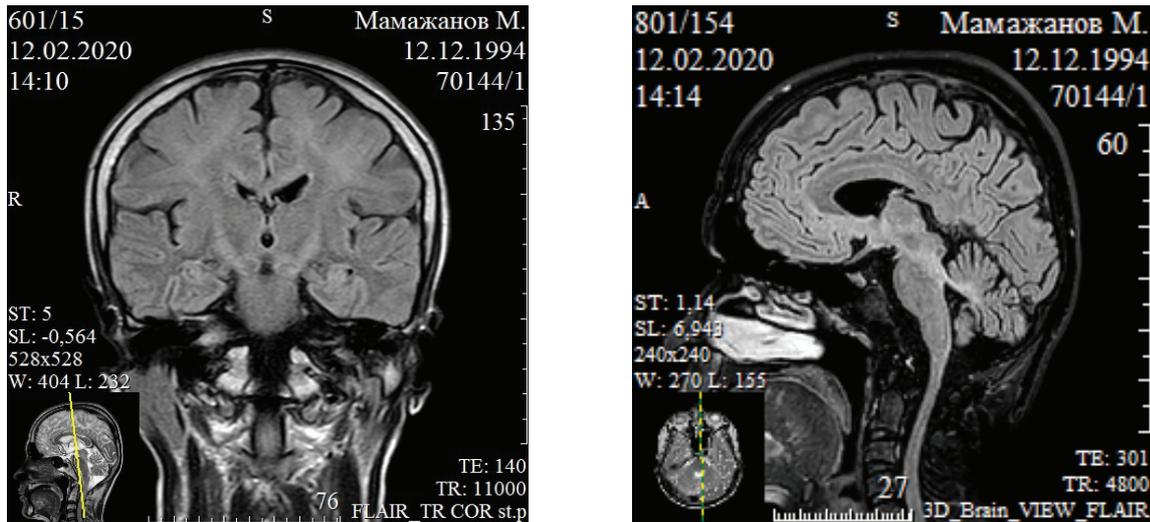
МРТ головного мозга пациента с синдромом Кернса – Сейра
